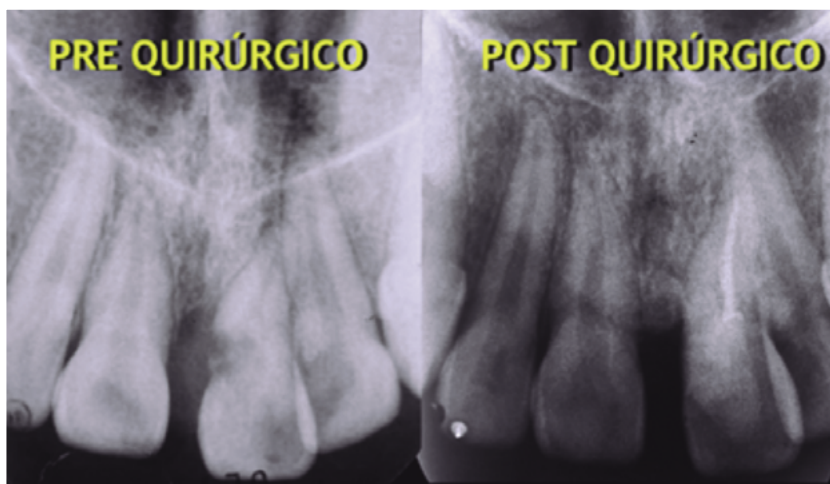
Pza 21 Radiografías pre y postquirúrgico
